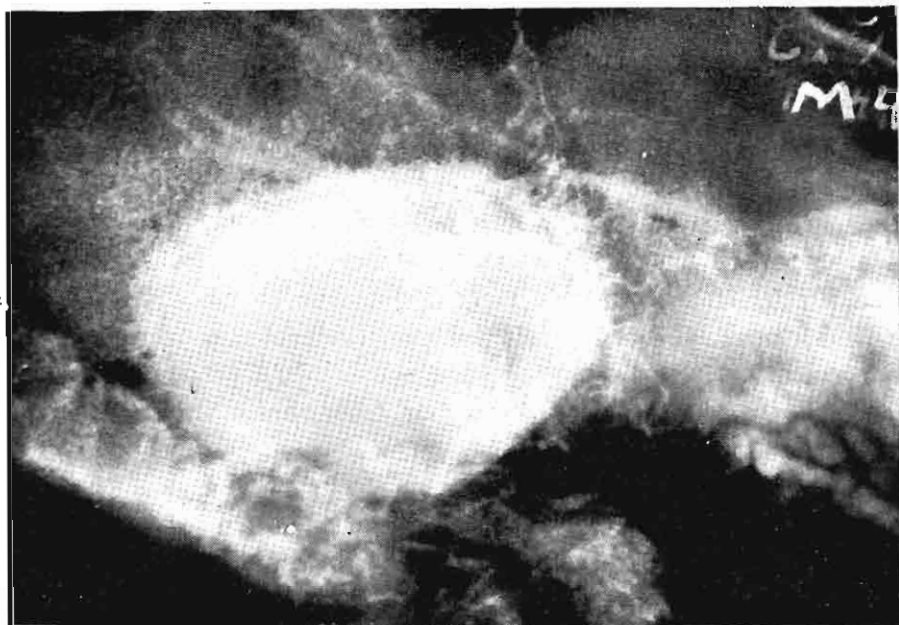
RADIOGRAFIA ELECTIVA: Cráneo N° 5. Igual zona que la de la Fig. 7.
